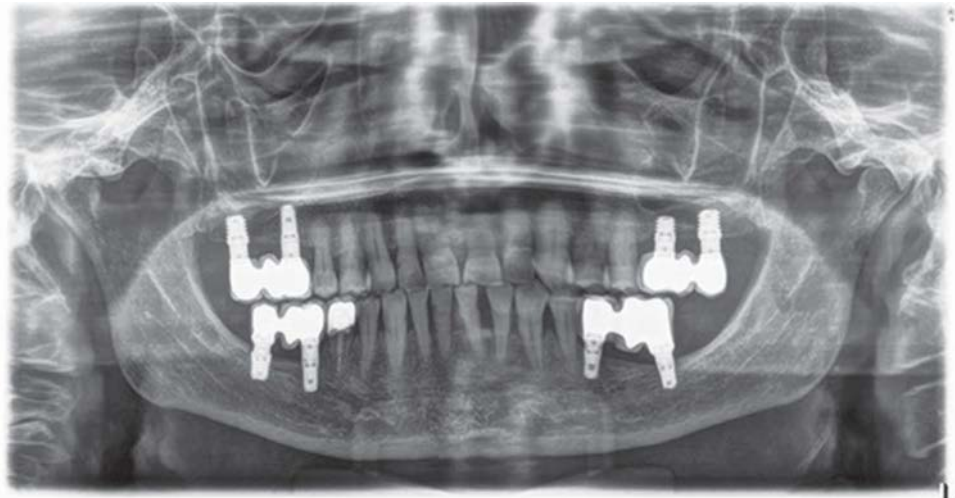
Radiografía final del caso tras 12 meses de seguimiento.
